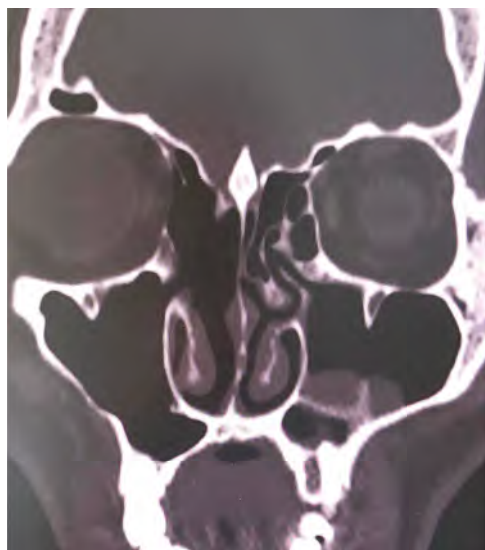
Компьютерная томография пациента спустя полгода после операции
